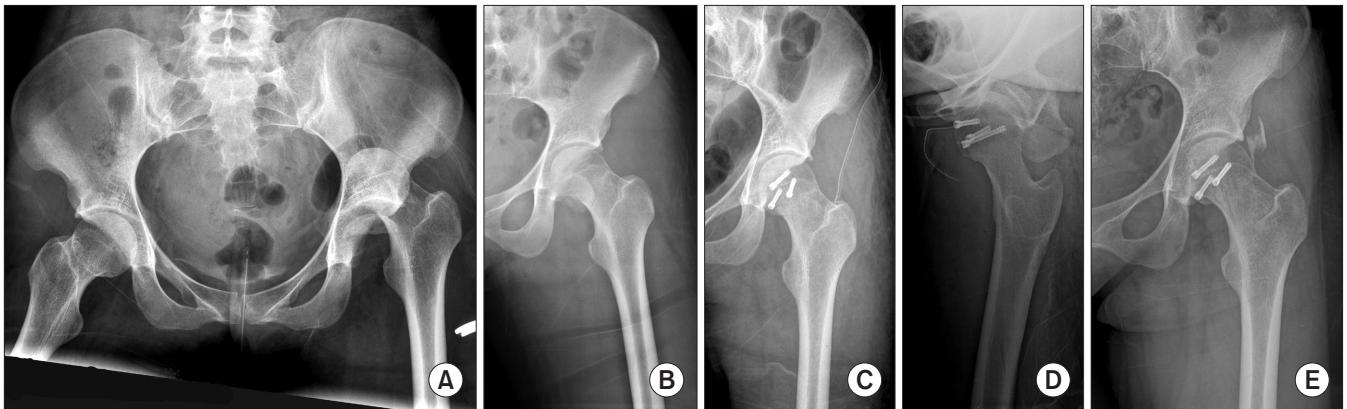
(A) A 24-year-old female had a left hip dislocation with Pipkin type II femoral head fracture. (B) Anteroposterior of both hips showing successful reduction, but non-anatomical reduction of the femoral head. (C, D) Internal fixation was performed with headless screws using the Smith-Petersen approach. (E) Two-year-follow up X-ray demonstrating heterotopic ossification, but no evidence of osteonecrosis of the femoral head or arthritis.
